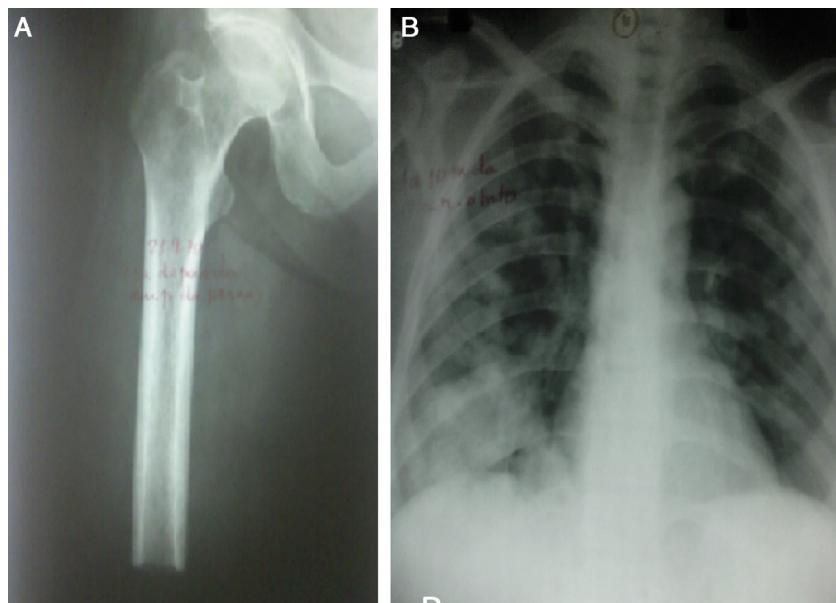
Radiografia em anteroposterior da coxa direita que evidencia amputação em terço médio do fêmur (A). Radiografia em posteroanterior do tórax que evidencia nodulações metastáticas em ambos os pulmões (B).
